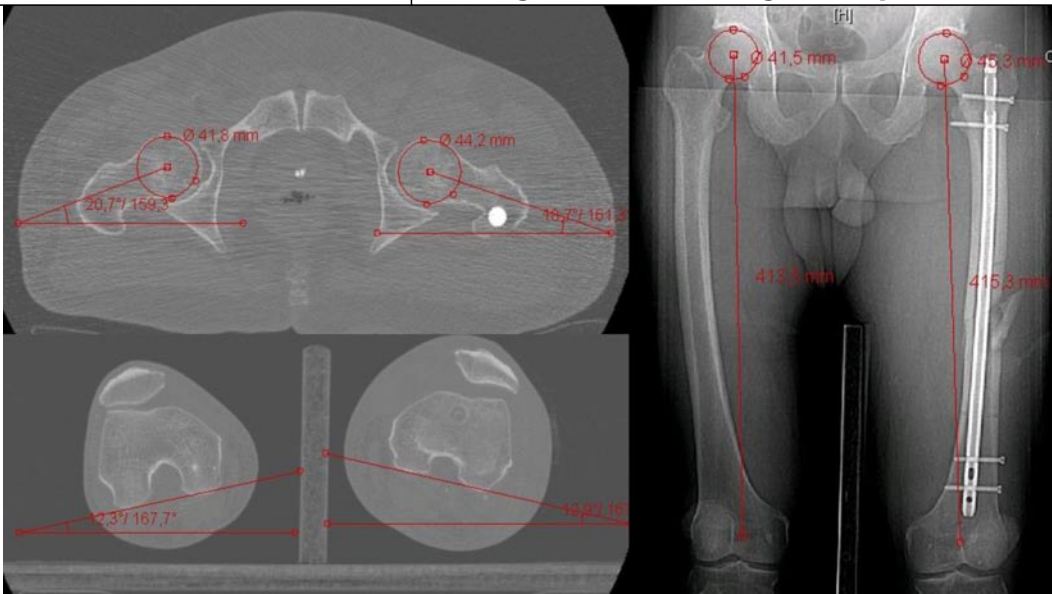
◀ Postoperative Vermessung von Torsion und Länge mittels CT anhand der Schenkelhalsachse und der hinteren Kondylenebene bzw. vom Hüftkopffzentrum bis zur hinteren Kondylenebene, Torsion rechts: 8,4° (20,7–12,3°), Torsion links: 7,8° (20,7–12,9°), Beinlänge rechts 414 mm, links 415 mm
